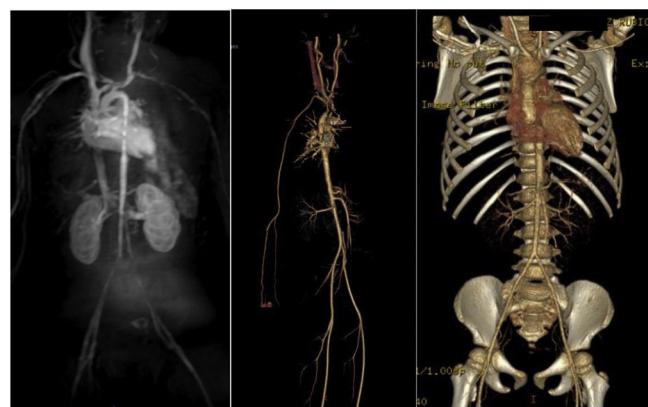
Compilación de estudios de imagen de control. De izquierda a derecha: primera imagen: angiorresonancia tomada en 2016; se observan múltiples estenosis. Segunda imagen: angioTC tomada en 2017; no se observan anomalías. Tercera imagen: angioTC tomada en 2019; no se observan anomalías.
